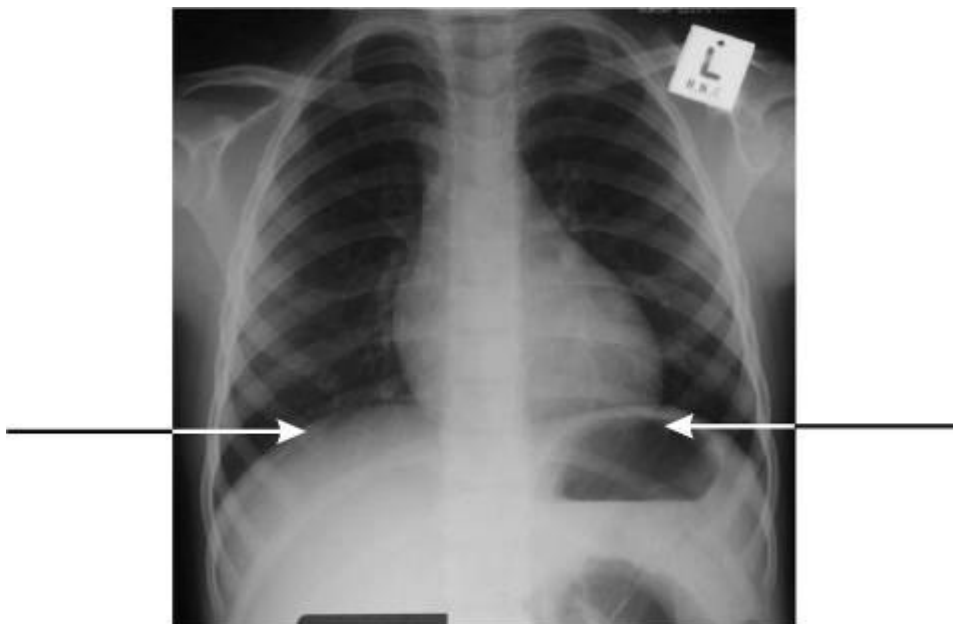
Рентгеновский снимок нормальной грудной клетки. Обратите внимание на правильный вдох, правильное положение больного, и хорошую контрастность. Концы ребер указаны для того, чтобы оценить правильное положение больного.
